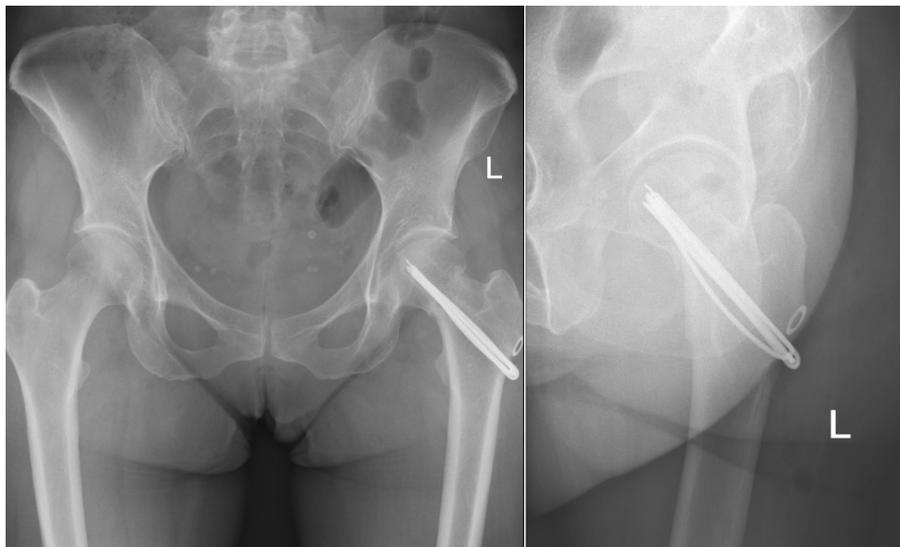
Контрольные рентгенограммы после операции остеосинтеза V-образными спицами
